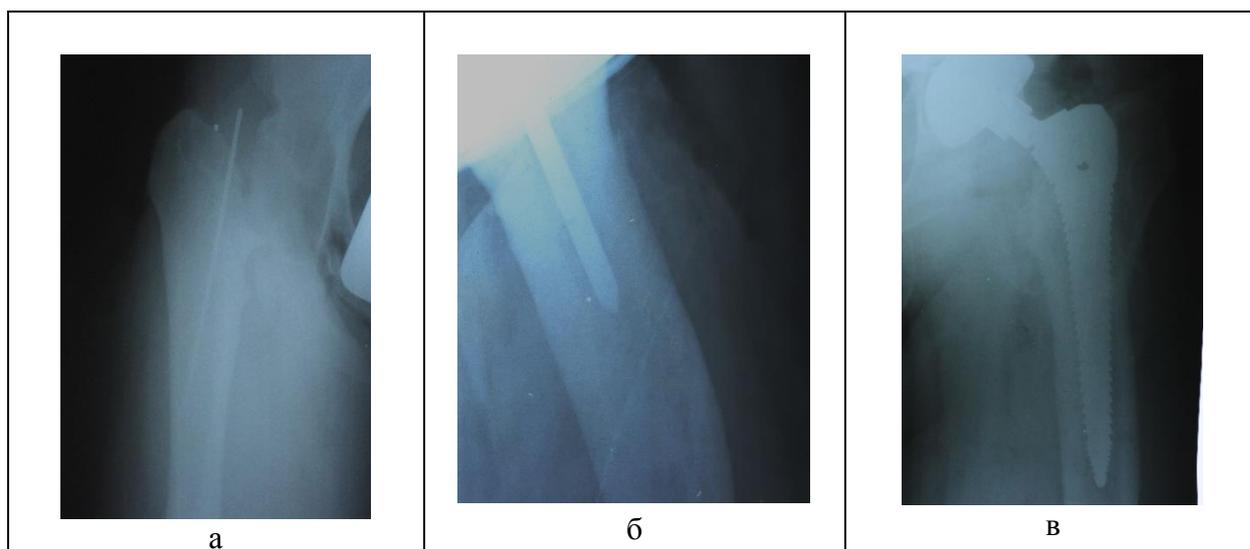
Интраоперационные Рентгенограммы тазобедренных суставов больной А. и больной Л: а – использование спицы; б – использование шила. Больной Ю: в – использование рашпиля выполненные во время операции с введенными в канал бедра спицей, шилом и рашпилем.
